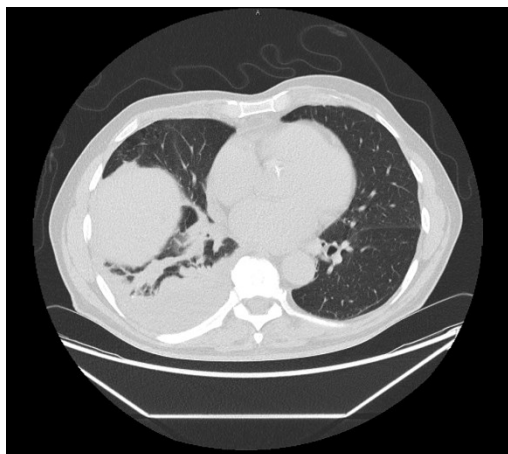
CT-Scan (nativ) eines Pleuraempyems Stadium 3, rechts
